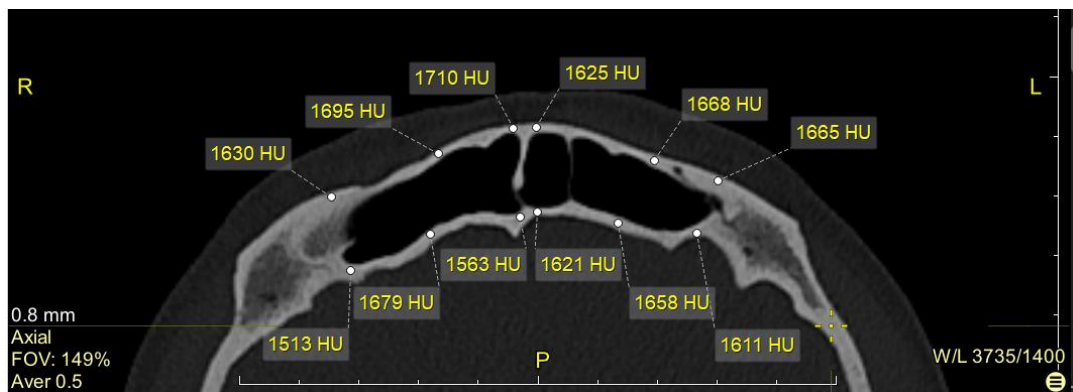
Визначення щільності кісткової тканини при КТ обстеженні
